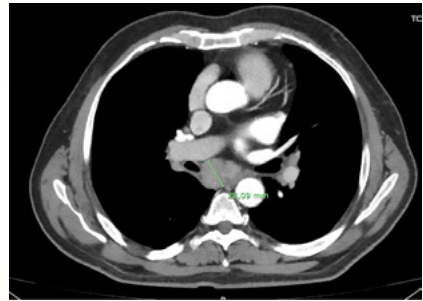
TC de tórax posterior.
